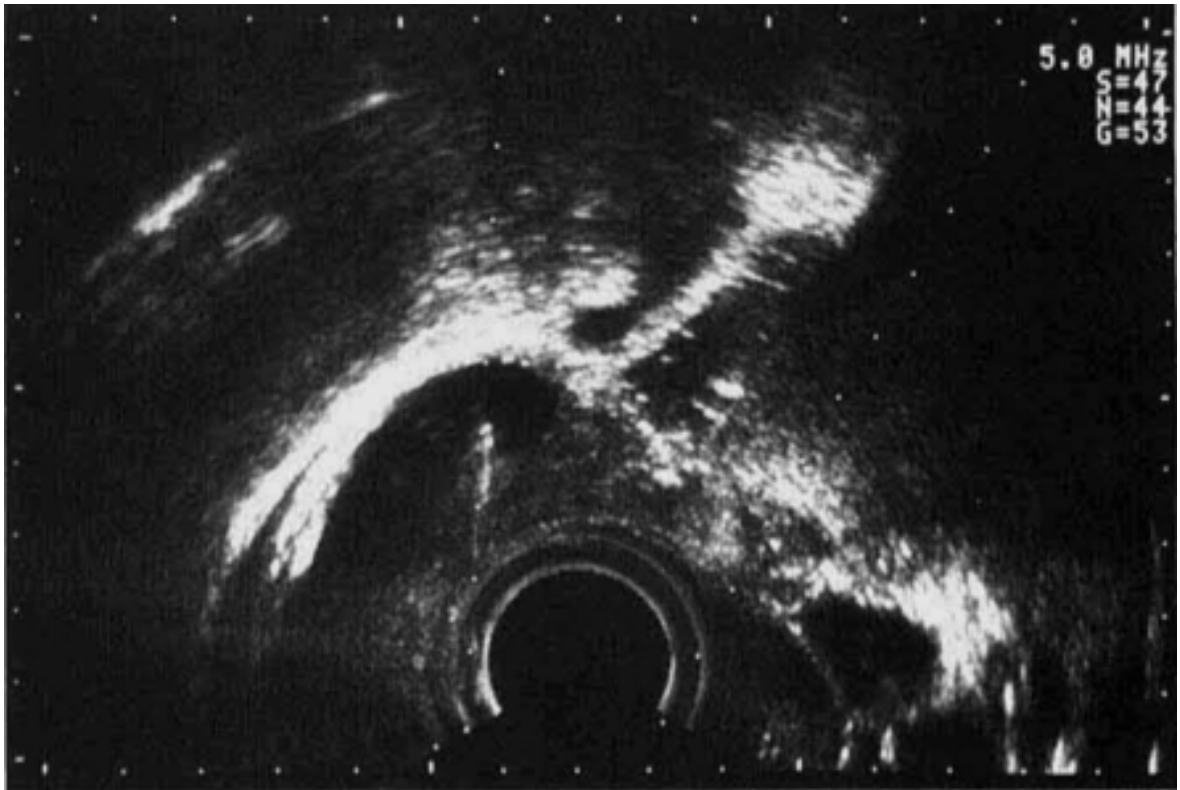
Sonographische Darstellung der Follikelpunktion. Die Führungsrichtung der Nadel wird durch die gepunktete Linie vorgegeben. (122)
